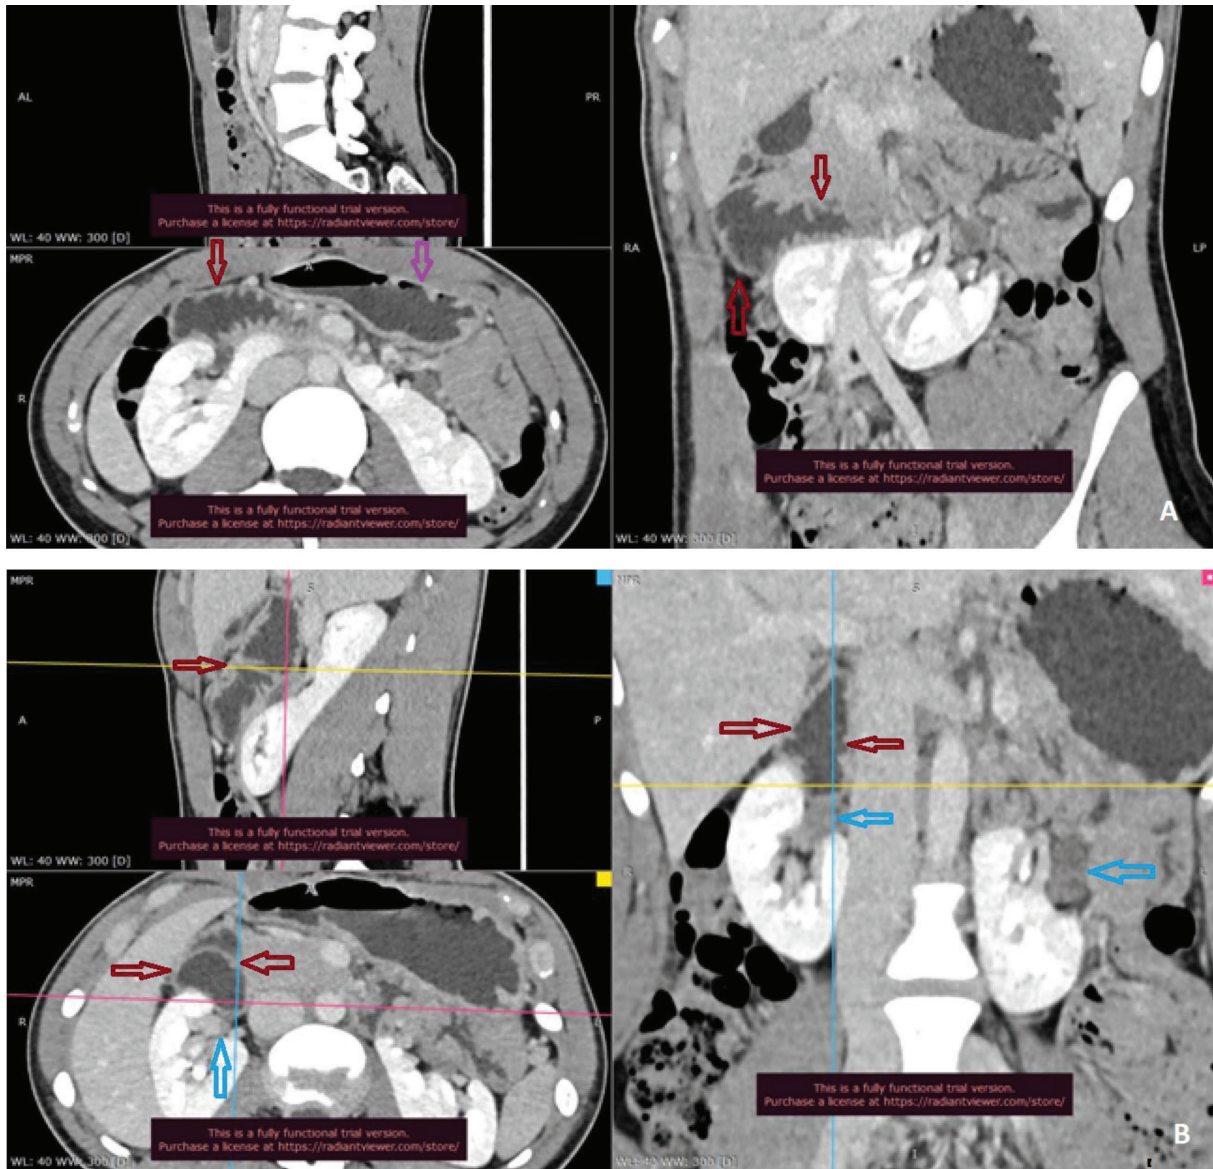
А і В. Дівчинка П. 17 років. Підковоподібна нирка. Мультипланарні реконструкції КТ. Пізня артеріальна фаза.
